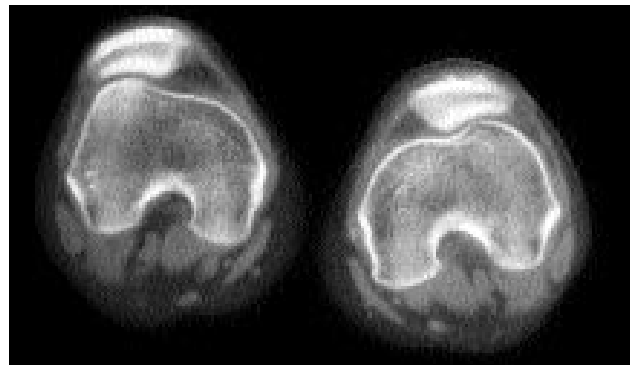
Aynı olguda sol dizin (a) ön-arka, (b) yan grafileri. (c) Tanjansiyel grafide patellar tilt saptanmış.
